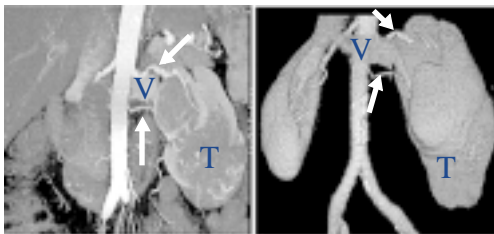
Reconstruções multiplanar e 3D de TC multislice em um paciente com CCR, demonstrando a relação do tumor (T) com duas artérias renais (setas) e com a veia renal (V) à esquerda.
